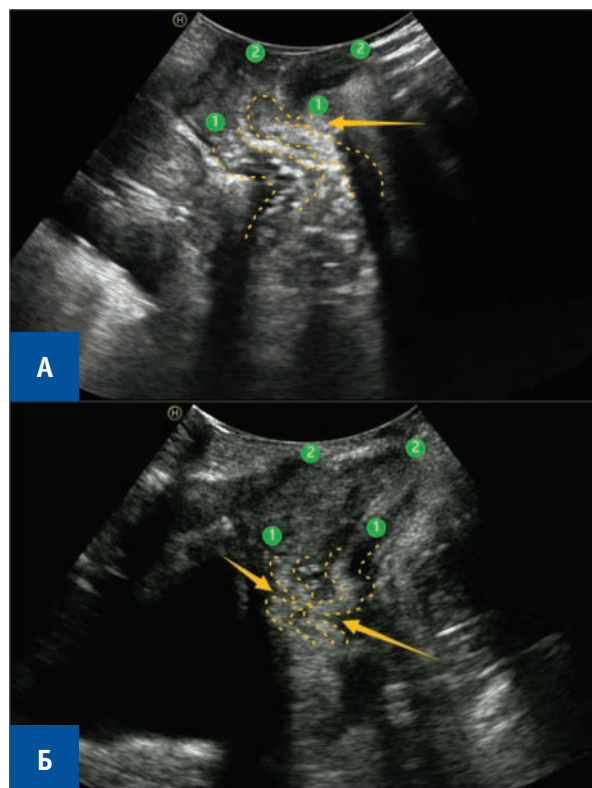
Эхограмма стенки прямой кишки во время пробы с натуживанием, динамическое ТПУЗИ в В-режиме. Симптом инвагинации обозначен желтой стрелкой. А — интраанальная инвагинация, Б — интаректальная инвагинация, 1 — проксимальная граница анального канала, 2 — дистальная граница анального канала.
